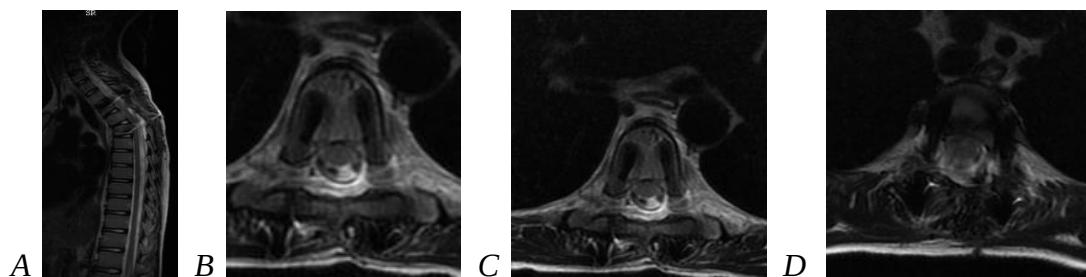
IRM toracică la 10 luni postoperator A, B, C, D: A– secțiune sagitală fixare transpediculară Th3-Th5, cifoza incipientă, B, C, D – secțiuni transversale și plasarea corectă a șuruburilor, lipsa recidivei în dinamică imagistică.
